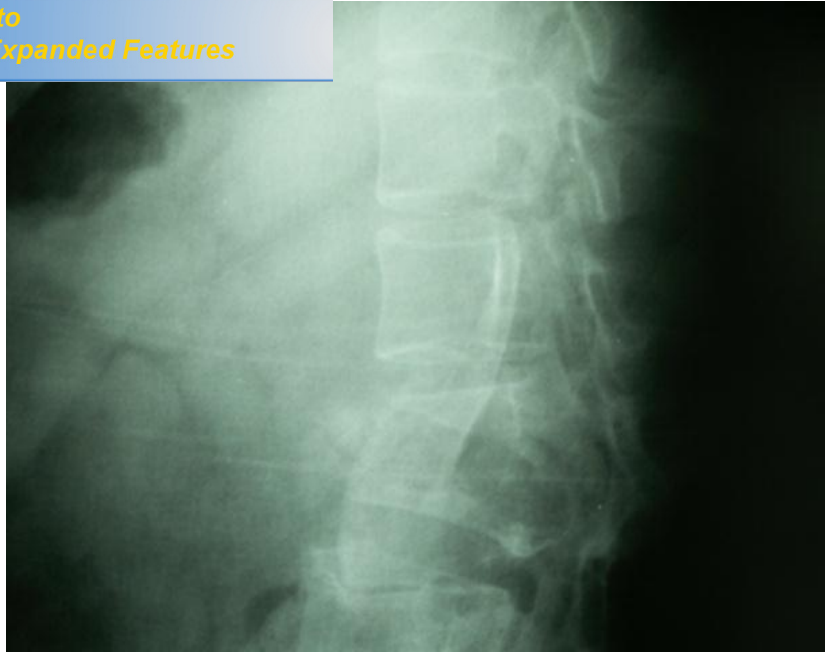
Image d'une radiographie standard post opératoire du rachis de profil montrant le greffon iliaque en place.
